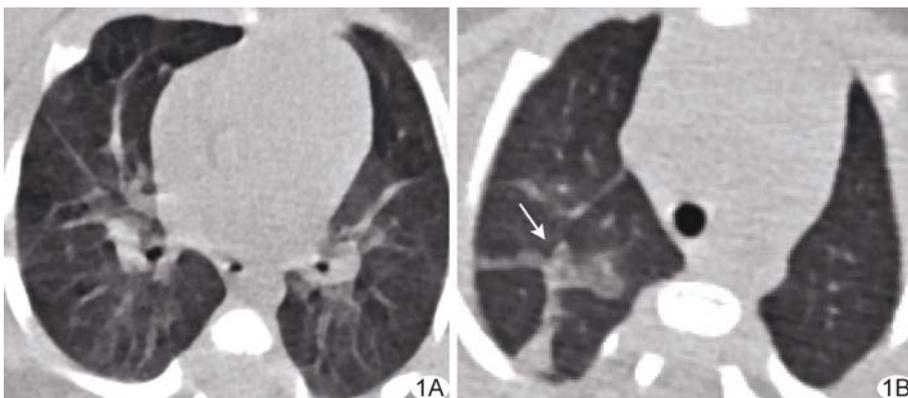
COVID-19 患儿胸部 HRCT 表现 A、B. 不同层面肺窗轴位图像显示病变及其内血管增粗(箭)
